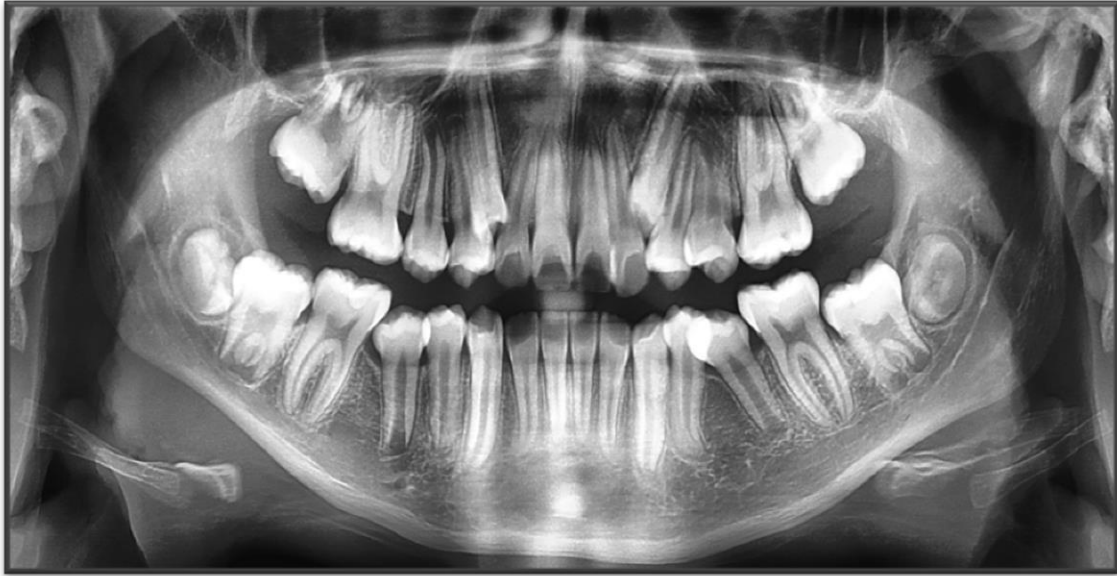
Radiografía Panorámica Inicial. Piezas 1.3, 2.3 estadio de Nolla 5 de las piezas 3.8, 4.8
